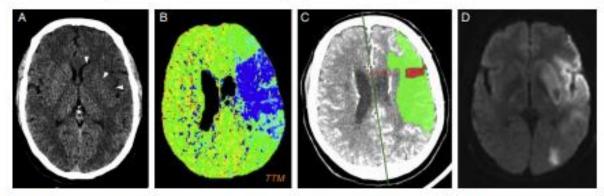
Accidente cerebrovascular isquémico agudo en territorio de la arteria cerebral media izquierda relacionado con el consumo de cocaína. A) La TC sin contraste intravenoso muestra hipodensidad de la cabeza del caudado, del núcleo lenticular y de la insula izquierdos (puntas de flecha). B) Mapa paramétrico de tiempo de trânsito medio (TTM) que muestra la extensa área isquémica con TTM alargado (en azul), en su mayor parte correspondiente a tejido salvable (representado en verde en C), y un pequeño core isquémico de tejido no viable con volumen sanguineo cerebral disminuido (rojo en C). D) Imagen de RM en secuencia de difusión en la que se identifica la restricción del área isquémica en el territorio silviano.
